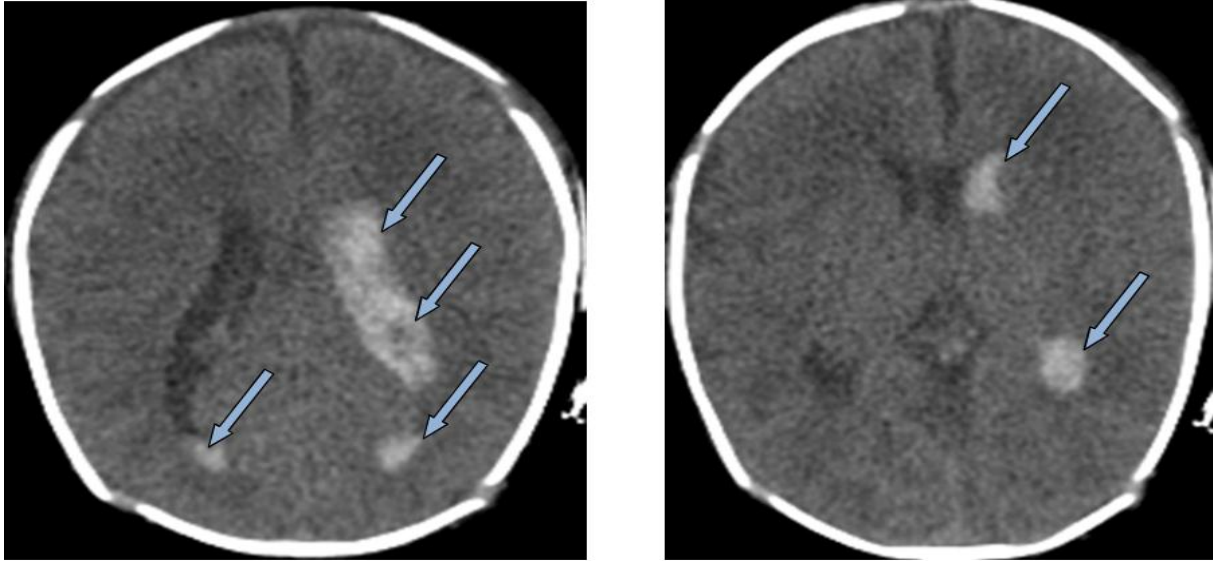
Coupe axiale d'une TDM cérébrale montrant un aspect d'hémorragie intra-ventriculaire des deux VL plus marquée à gauche (flèches) associée à une hémorragie méningée chez un nouveau-né. [Iconographie du service de néonatalogie et réanimation néonatale CHU Mohammed VI]
